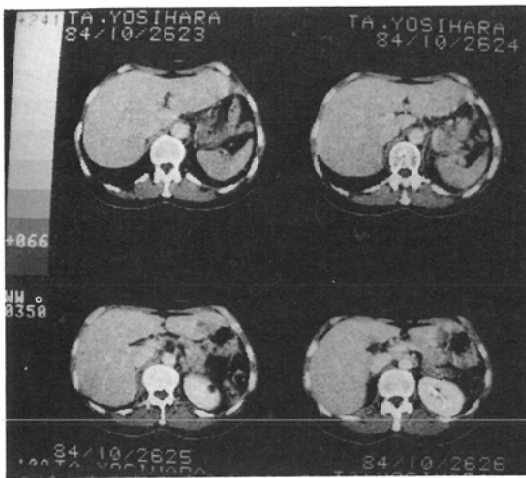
Left renal cyst, CE-CT (transmission image)
